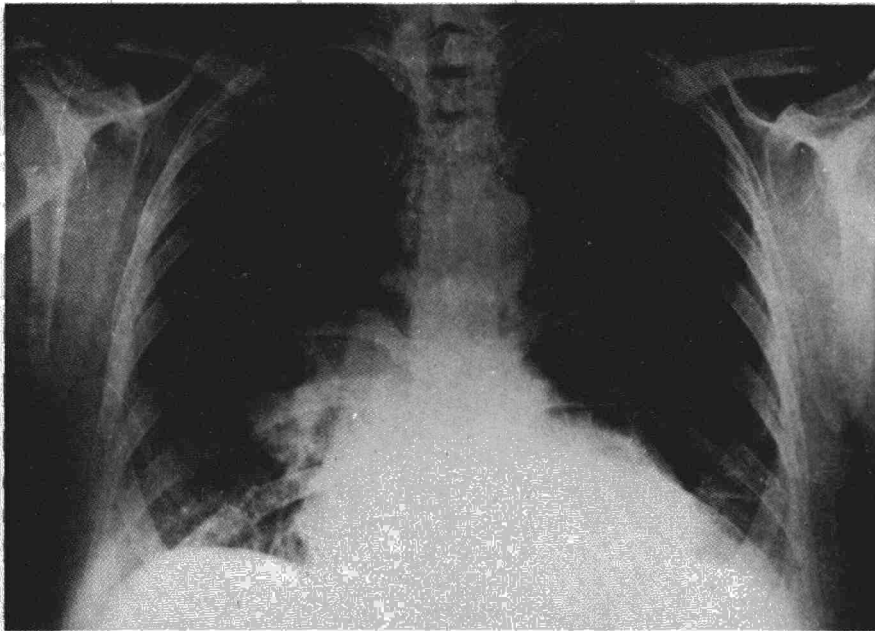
Radiografía de Tórax P-A. que corresponde a un hamartoma localizado en L.I.D.
